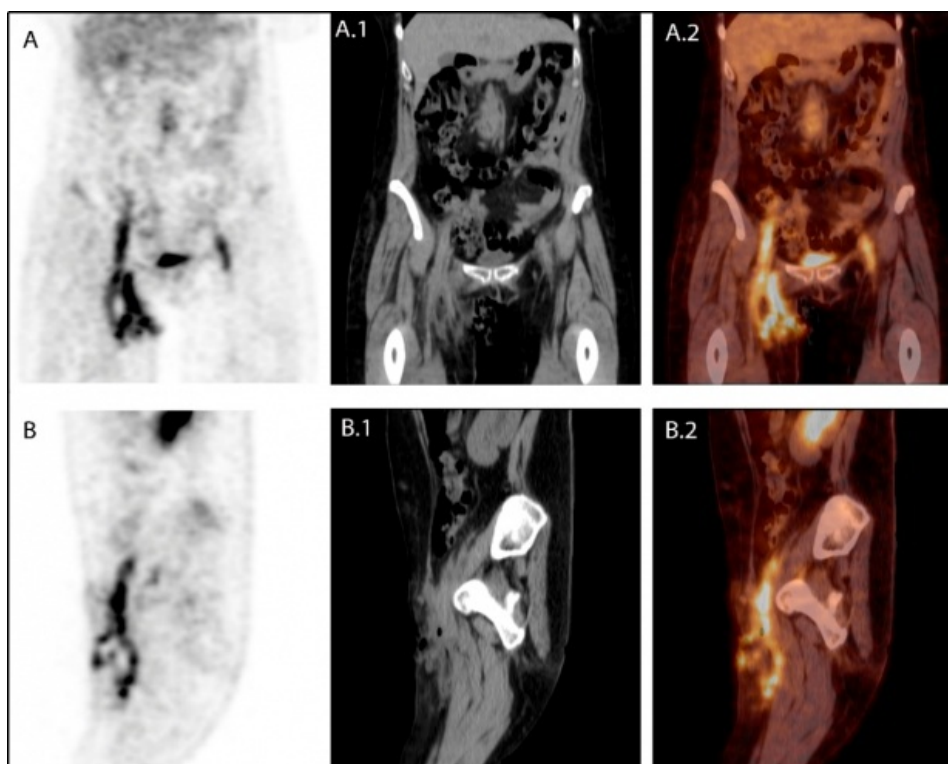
Figura 2. 18F-FDG PET/TC. A, A1, A2: cortes coronales de PET, CT ventana de abdomen y fusión. B, B1, B2: cortes sagitales de PET, CT ventana de abdomen y fusión. Se observa consumo intenso y difuso de 18F-FDG localizado en el recorrido de la vertiente derecha del by-pass aorto-bifemoral que conecta distalmente con un área hiperdensa en partes blandas inguinales correspondiente a colección de 1,8 x 3,8 cm con burbujas aéreas y trayecto fistuloso en el CT. Los hallazgos son sugestivos de infección del material protésico en todo su trayecto y absceso inguinal.
